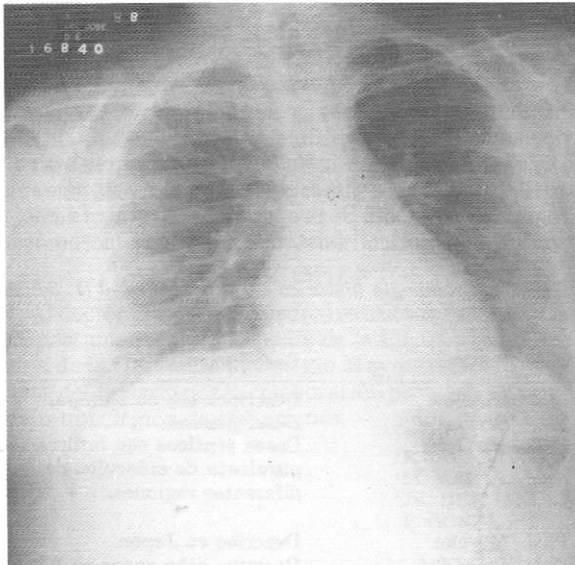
Radiografía de tórax. Aumento del grosor de tejidos blandos a nivel escapular.
